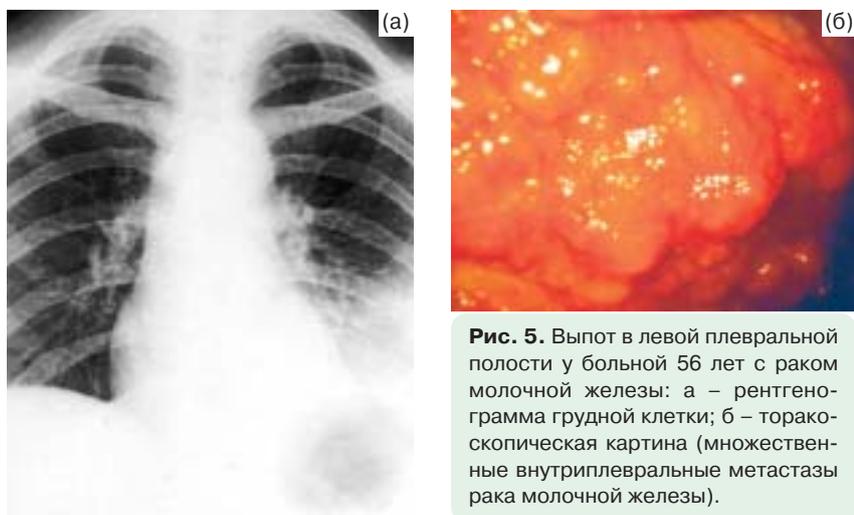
Выпот в левой плевральной полости у больной 56 лет с раком молочной железы: а – рентгенограмма грудной клетки; б – торакоскопическая картина (множественные внутривнутриплевральные метастазы рака молочной железы).
